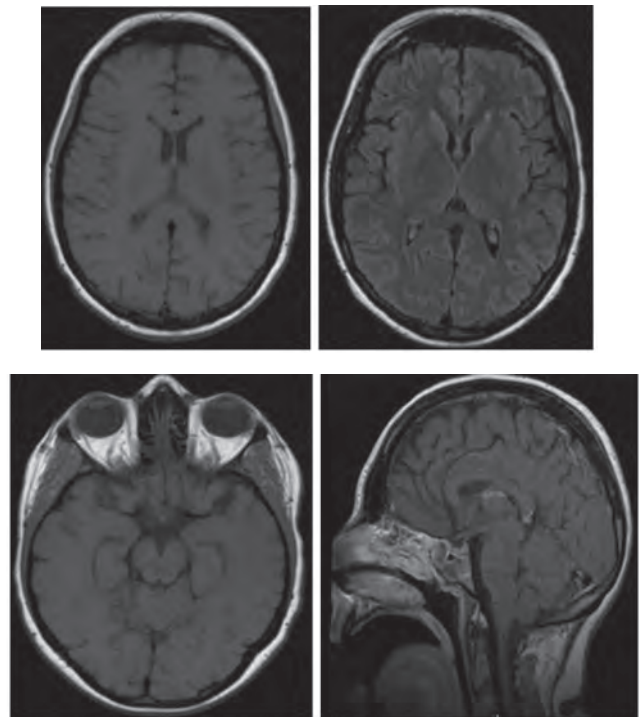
МРТ головного мозга пациентки Г., 31 год (45-е сут от начала заболевания). Патологии мозга не выявлено
